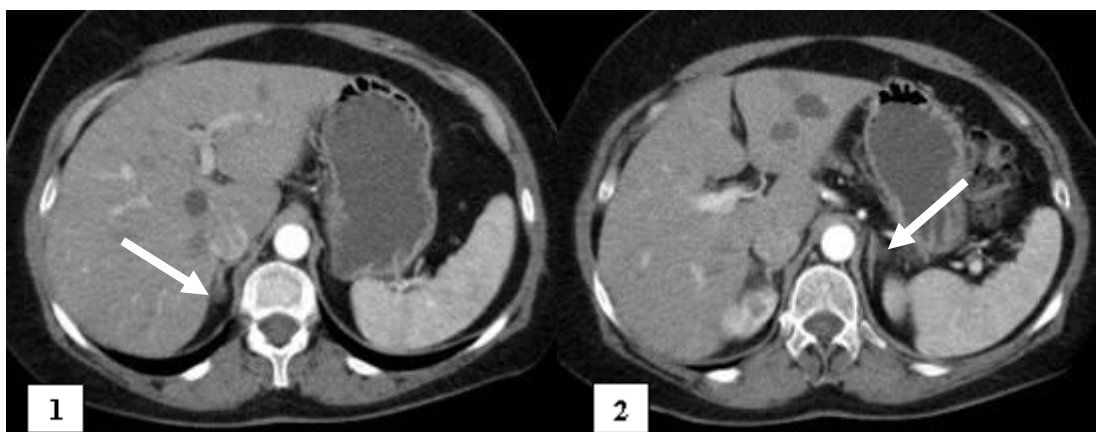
КТ-картина двобічних аденом НЗ (1 – праворуч, 2 – ліворуч)
